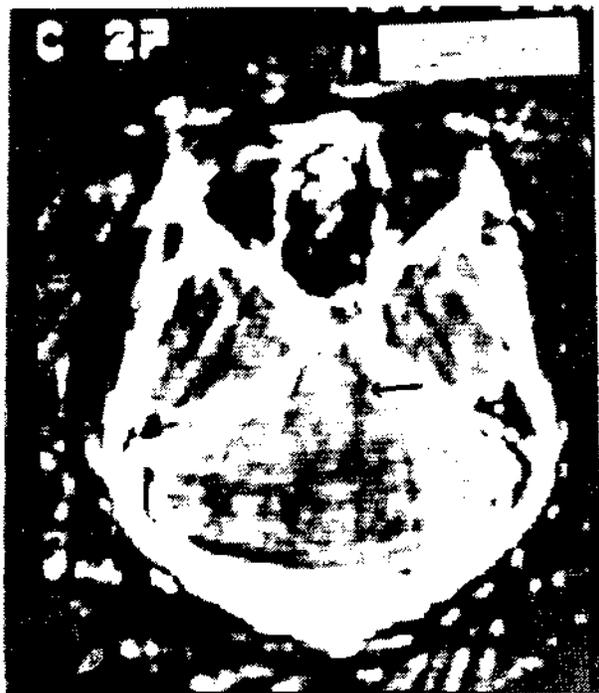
Corte de tomografía axial computarizada, que muestra, al nivel del mesencéfalo, aumento de la densidad, que posiblemente corresponda al tumor del tectum (flecha).
